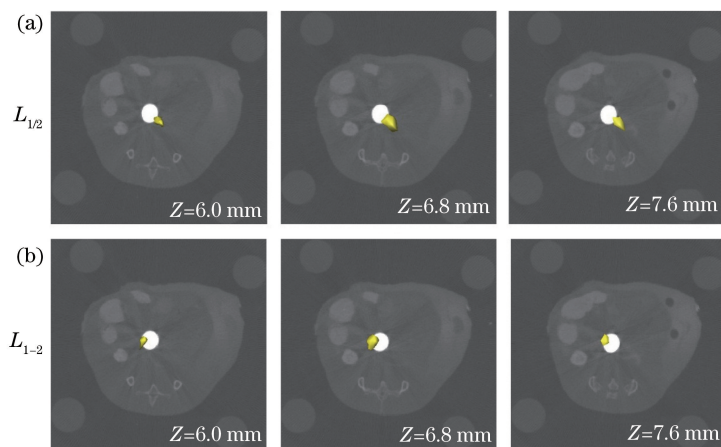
真实老鼠实验不同 CT 切片的叠加重建结果
